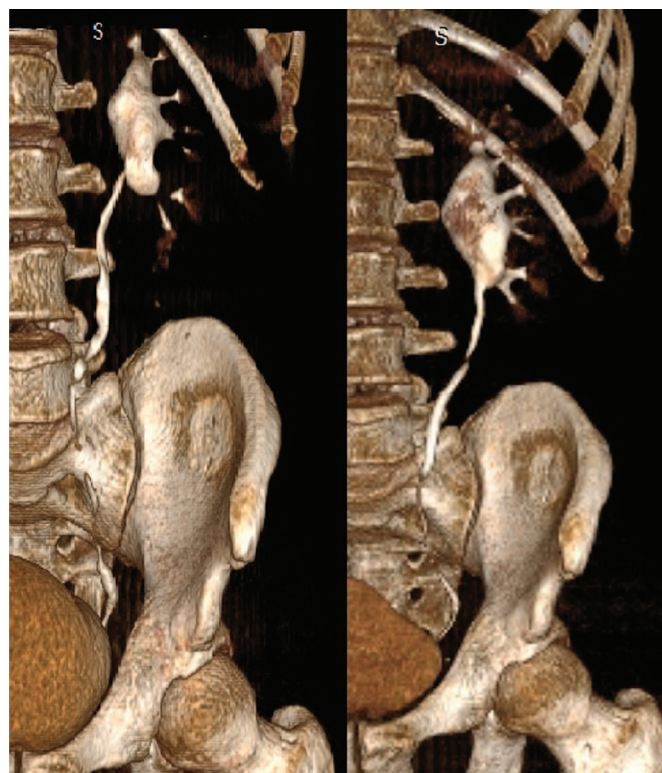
Данные МСКТ пациента из группы предстентирования (до и через 3 месяца после операции)
